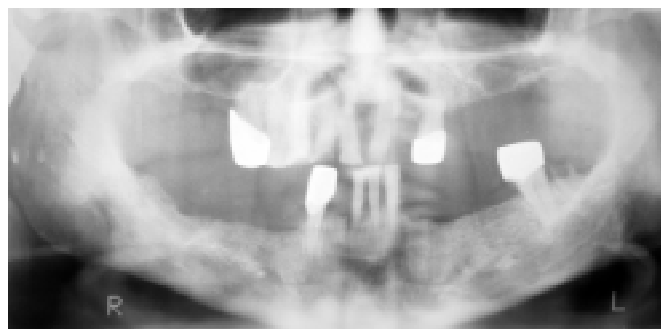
Ортопантомограма хворого Б., 76 років: деформація нижньої щелепи, склеротичні зміни кісткової тканини, відсутність нормальної кісткової структури правої гілки нижньої щелепи
